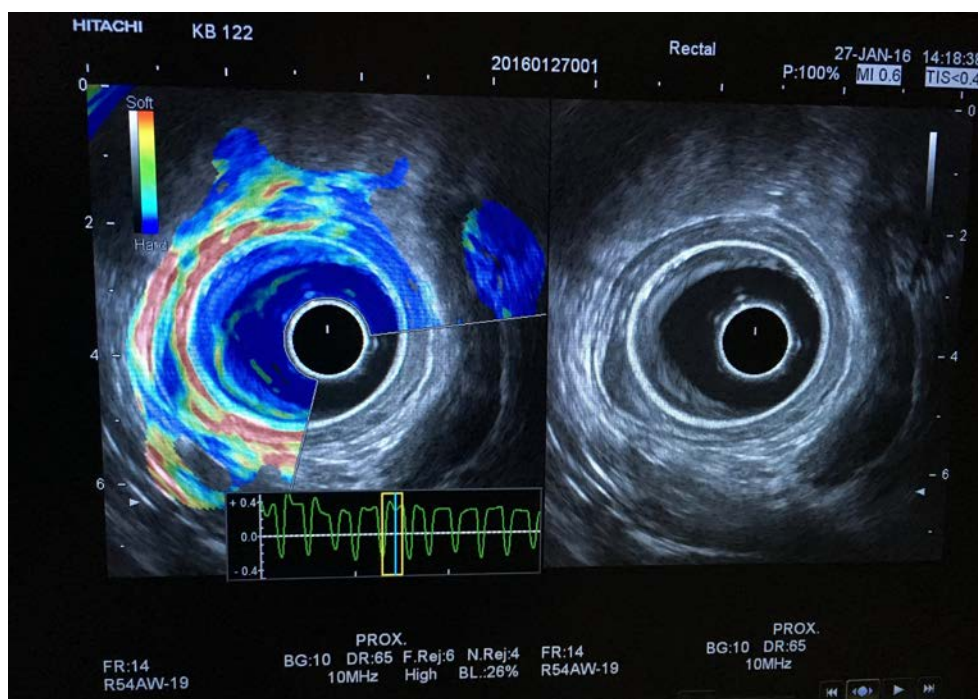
ЭРУЗИ в режиме соноэластографии злокачественной опухоли прямой кишки с участками синего окрашивания.
